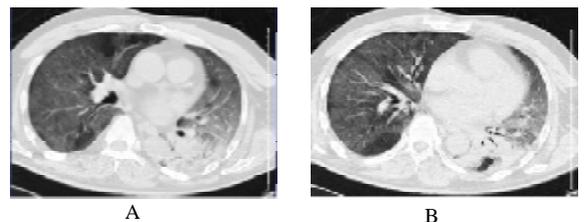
患者男,62岁,发热10d,危重症,复查胸部CT影像示两肺弥漫性GGO,左下肺大片实变,内见小气腔
